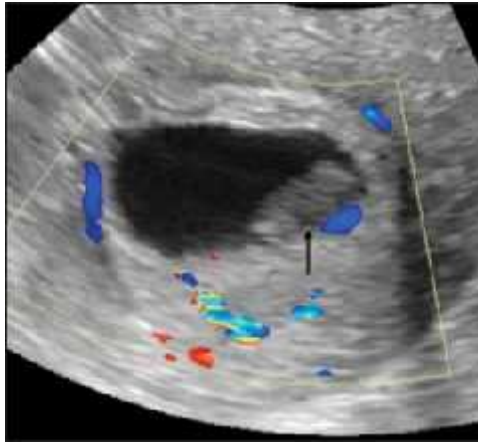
Ausencia de saco vitelino. La ecografía transvaginal a las 6.6 semanas muestra la muerte embrionaria (flecha) con ausencia de un saco vitelino en el área extraembrionaria.
